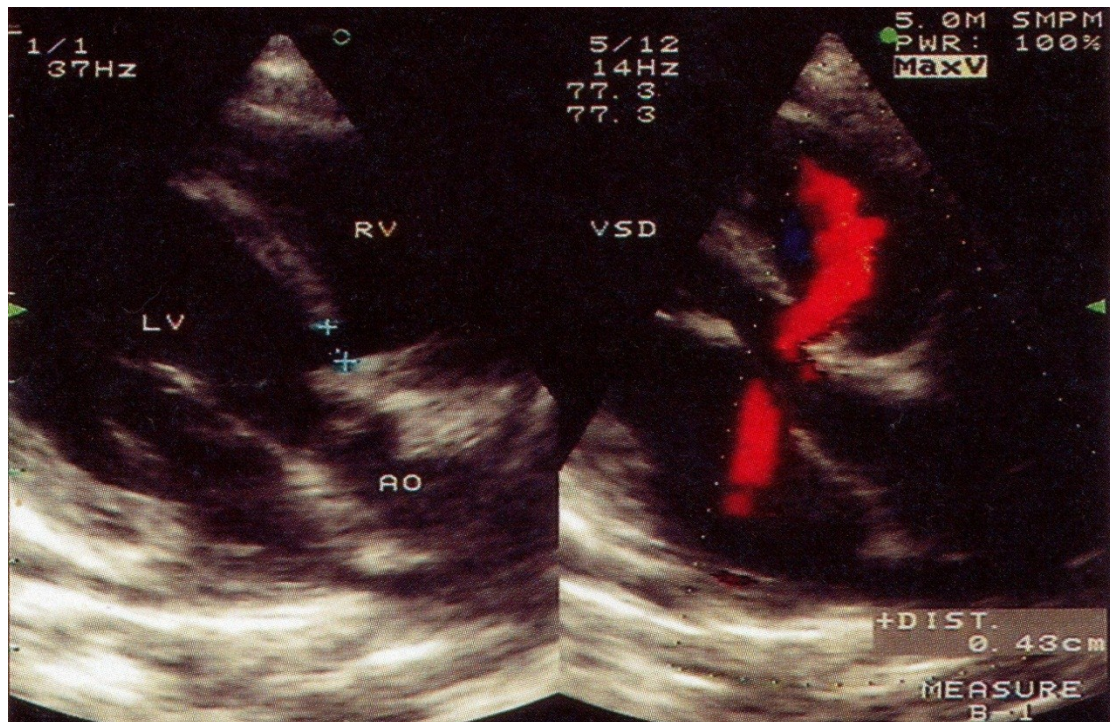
Echokardiogramm: perimembranöser VSD mit farbkodiertem Fluss vom linken (LV) in den rechten (RV) Ventrikel. der Defekt misst in dieser Ebene ca. 4,3mm [11].
